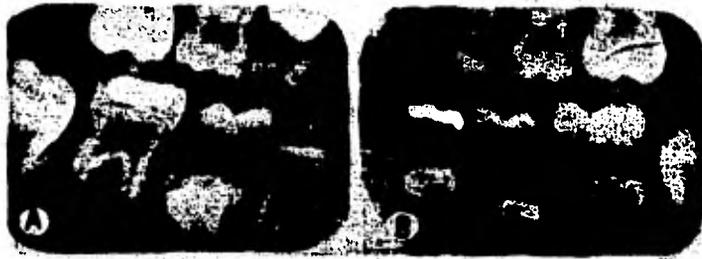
Radiografías de aleta de mordida de la paciente de la Figura 1. El segundo molar primario maxilar derecho esta "sumergido" (A).
